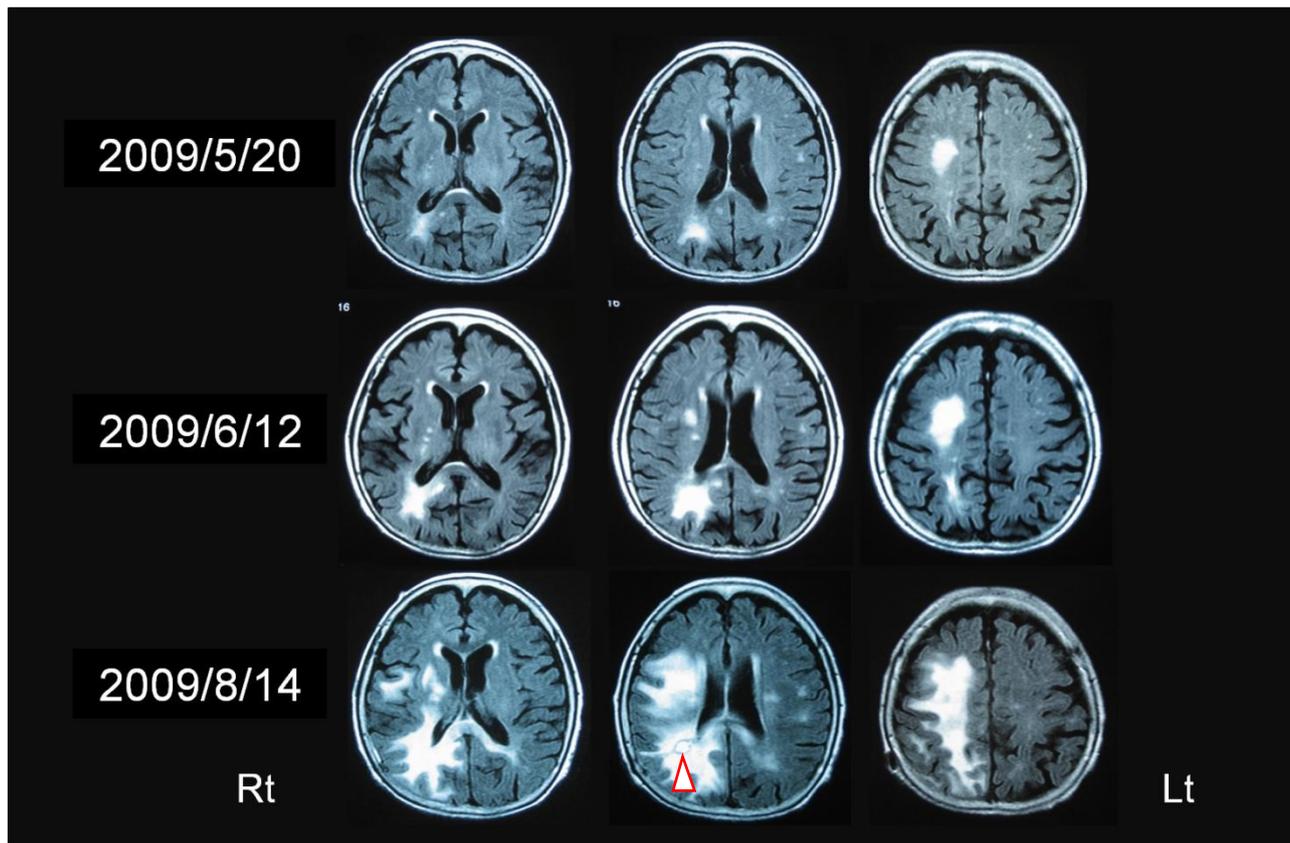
頭部MRI (FLAIR画像)の経時的変化。矢頭は脳生検部位。
